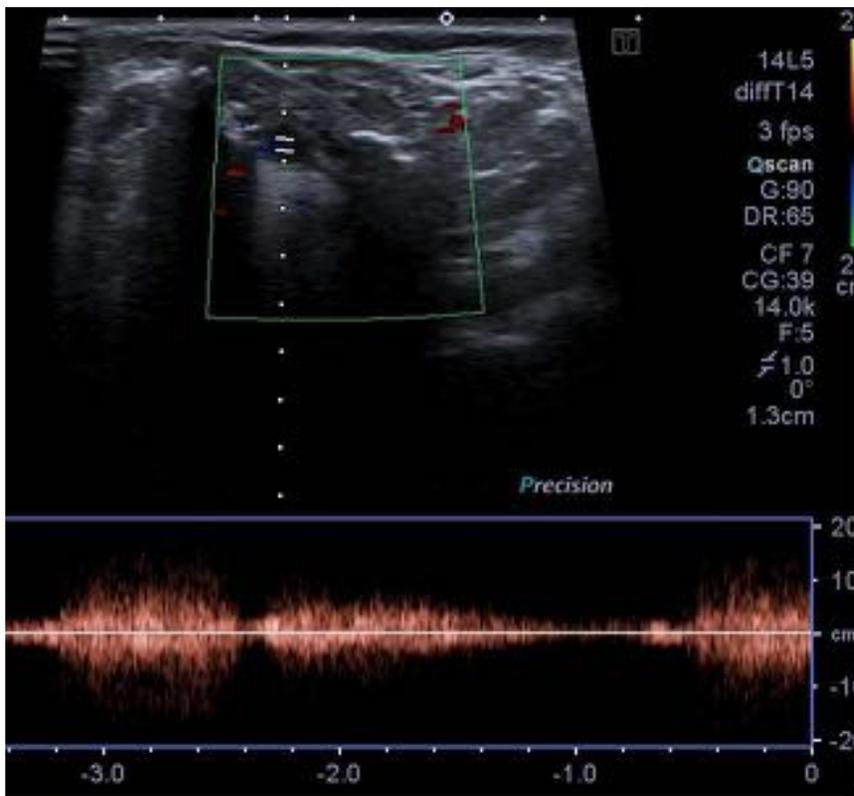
US Doppler duplex: Malformación vascular venosa en región laríngea. Se ven flebolitos en el seno de la lesión y se registra flujo venoso
